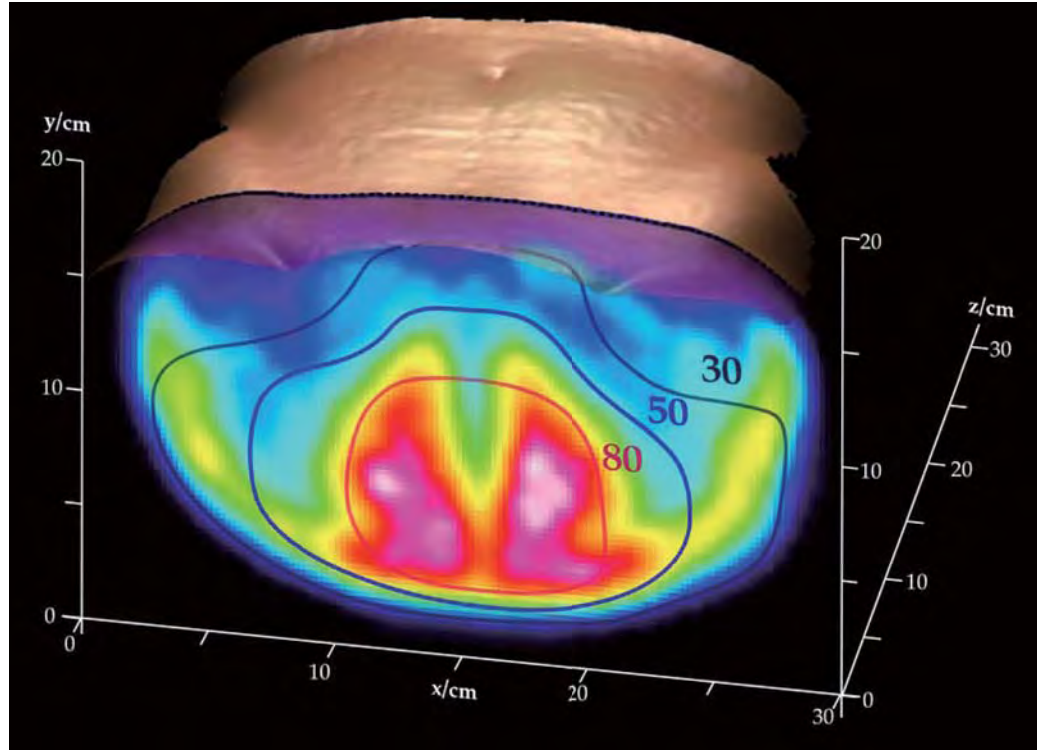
The first PET in Vivo dose delivery image in the world showing in this case a four field box technique on a preoperative cancer recti patient. The cold central region is due to a dose reduction caused by bowel gas [cf. 33].
